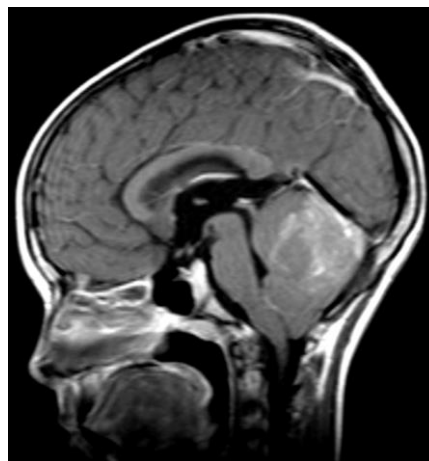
Б-ой С., и/б 1718/06. Медуллобластома, располагающаяся в черве мозжечка. МРТ с контрастом
